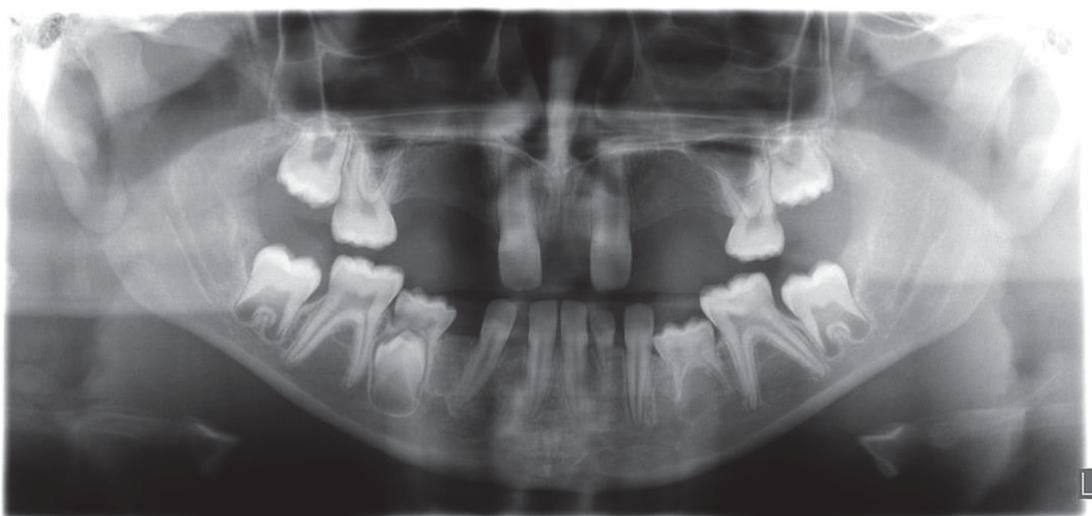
Radiografia panorâmica do exame inicial.
